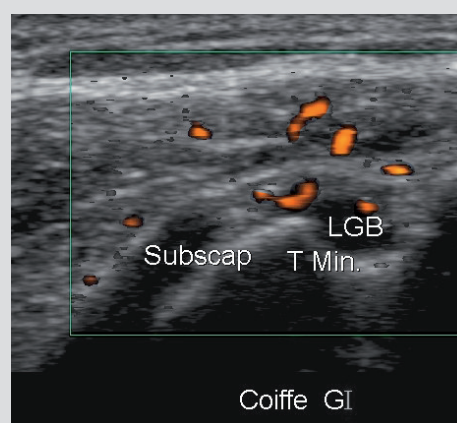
Capsulite à la phase inflammatoire. Vascularisation de l'intervalle lors de l'examen Doppler (effectué impérativement en décubitus dorsal)
